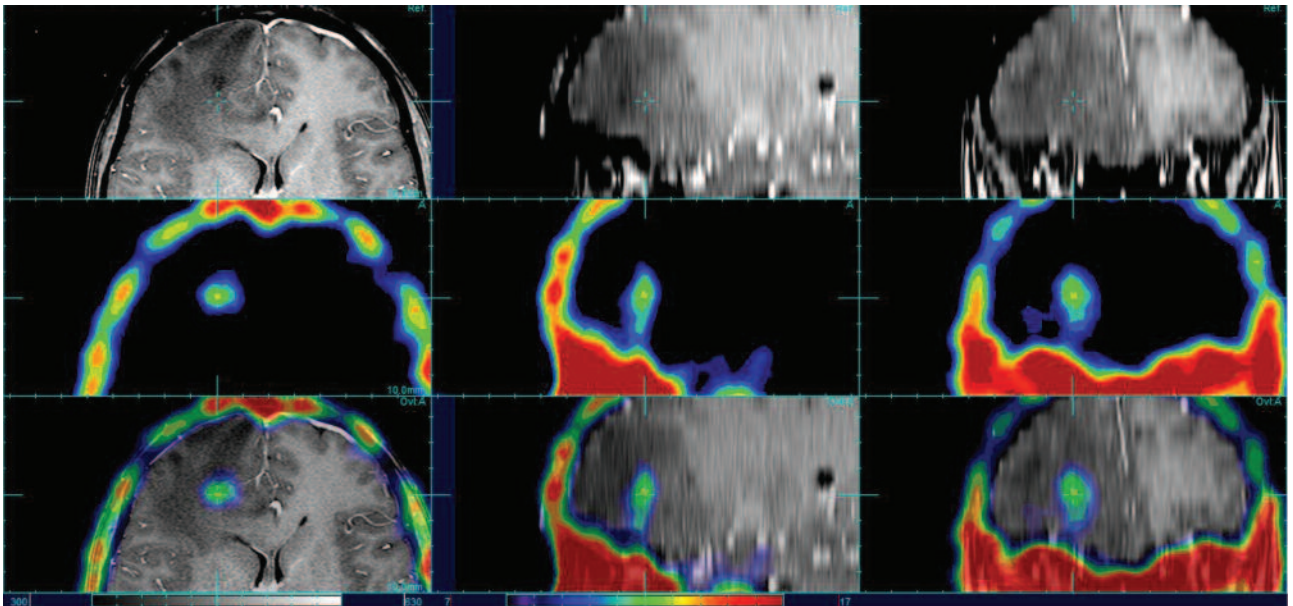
Томограми головного мозку пацієнтки К. у трьох проекціях: у верхньому ряду дані МРТ, у середньому — ОФЕКТ та у нижньому — суміщені зображення. На суміщених ОФЕКТ/МРТ-зображеннях відмічається невідповідність розмірів ділянки патологічного МР-сигналу та фокуса гіперфіксації РФП, визначених у правій лобній ділянці
